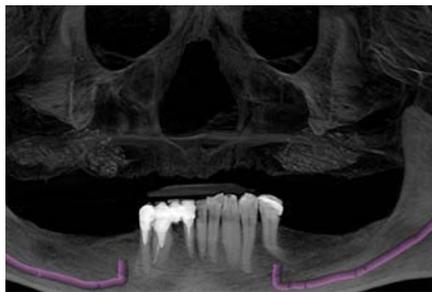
КТ после операции двустороннего синус-лифтинга
